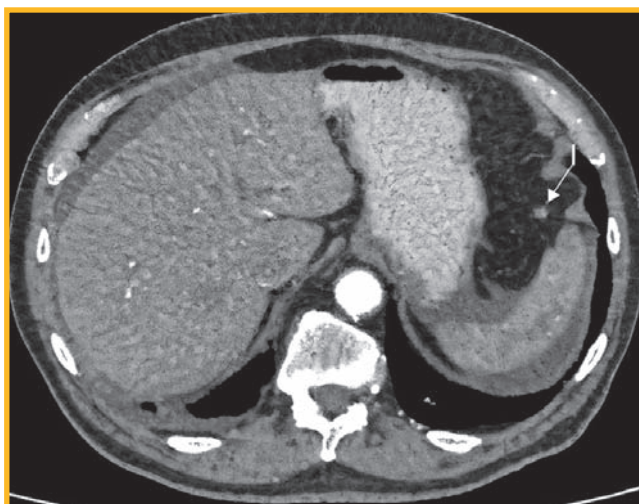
Компьютерная томограмма органов брюшной полости: аксиальные срезы на уровне верхних и средних отделов брюшной полости
